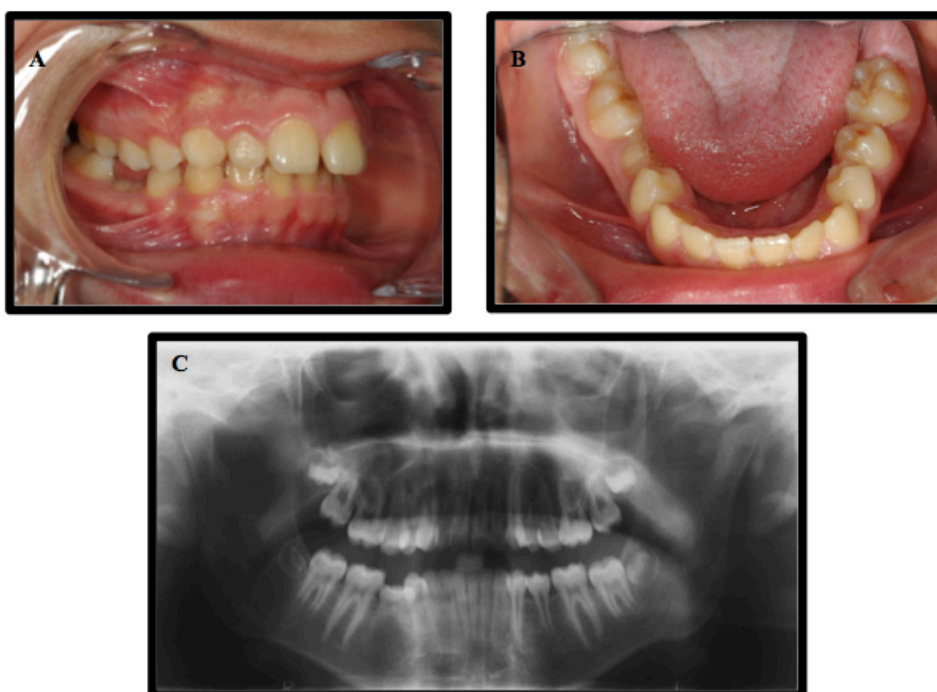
Fotografias intra-orais (A,B) e Ortopantomografia pré-tratamento (C).
